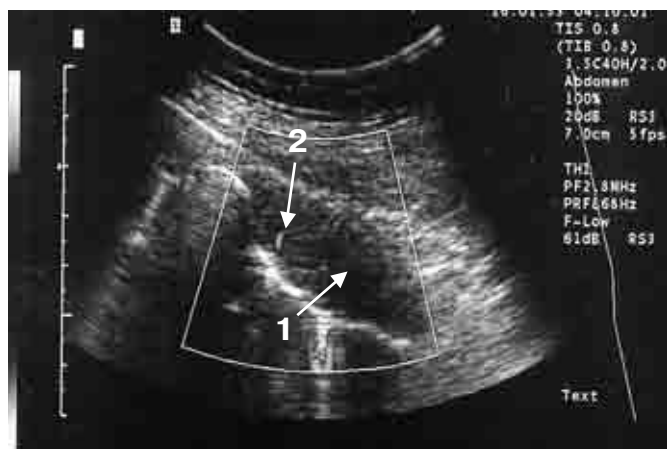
Ультразвуковая томограмма: мезотелиома плевры слева (режим энергетического картирования).
